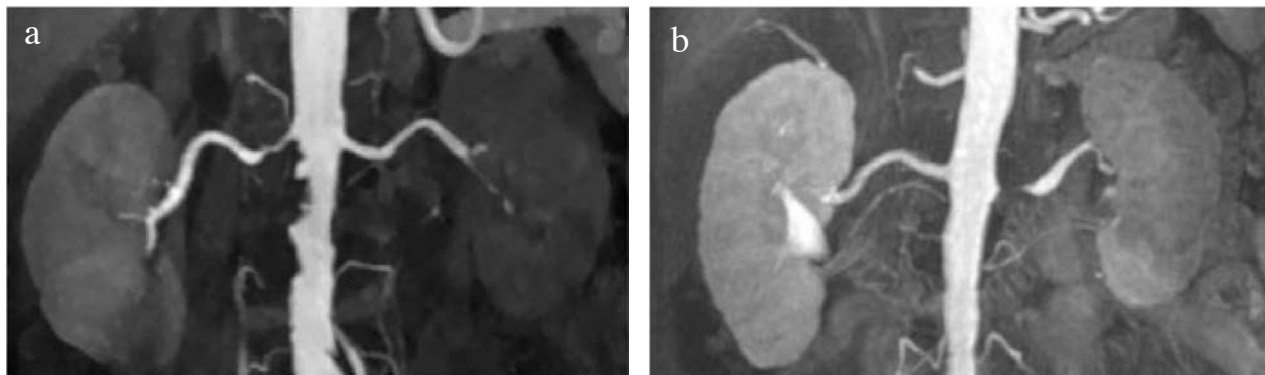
Enfermedad aterosclerótica de la aorta y arteria renal derecha (a) y arteria renal izquierda (b). Imágenes obtenidas por angioparesonancia.
